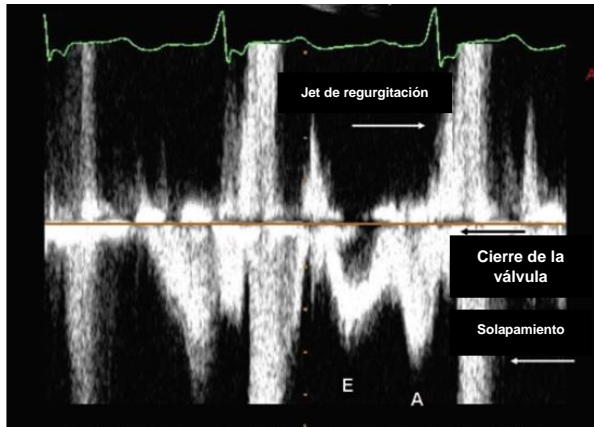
Imagen Doppler de onda pulsada de la válvula mitral por ETE. Hay un jet de alta velocidad fluyendo hacia el transductor. Debido a que FRP del Doppler pulsado es menor dos veces que la frecuencia Doppler, hay solapamiento del jet observado en la línea de base (modificado de Murthi, Ferguson, & Sisley, 2010).
